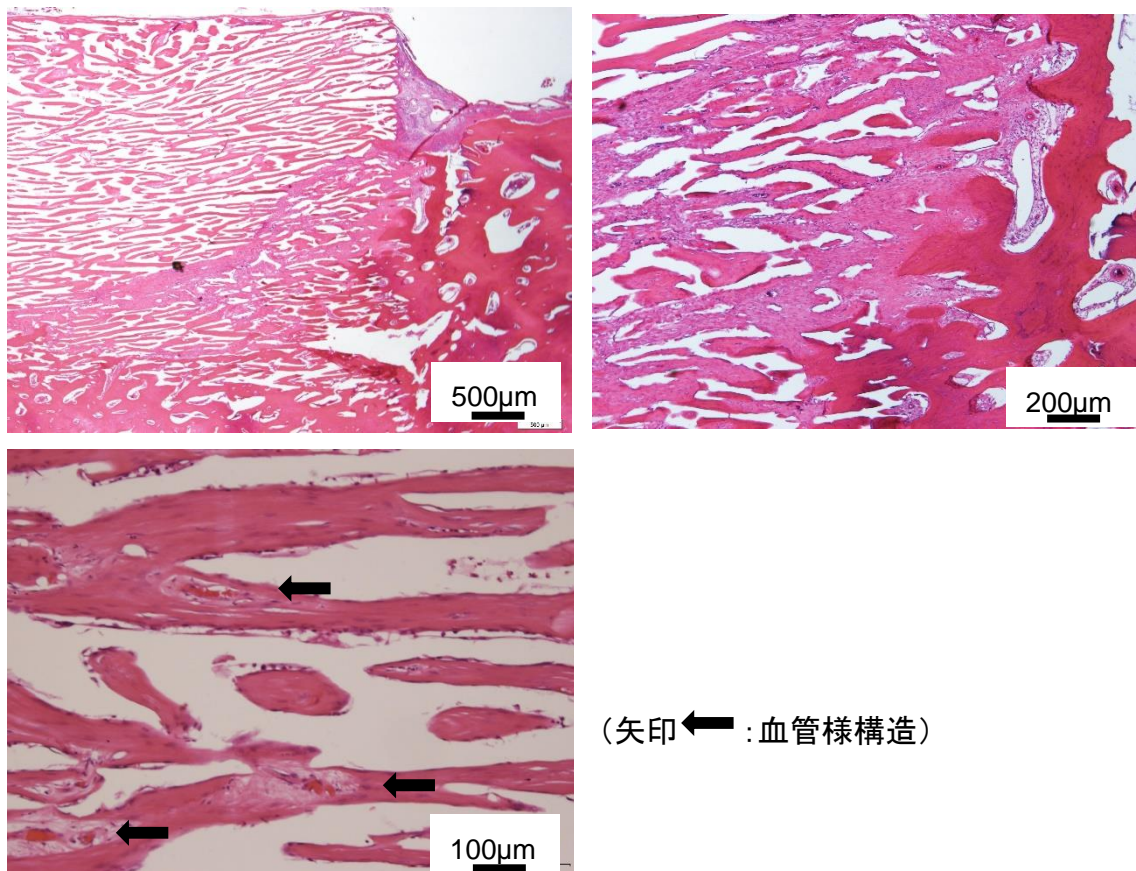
マイクロ CT 上の UDPHAp 内高信号領域周囲の低信号領域 (VG 染色)
